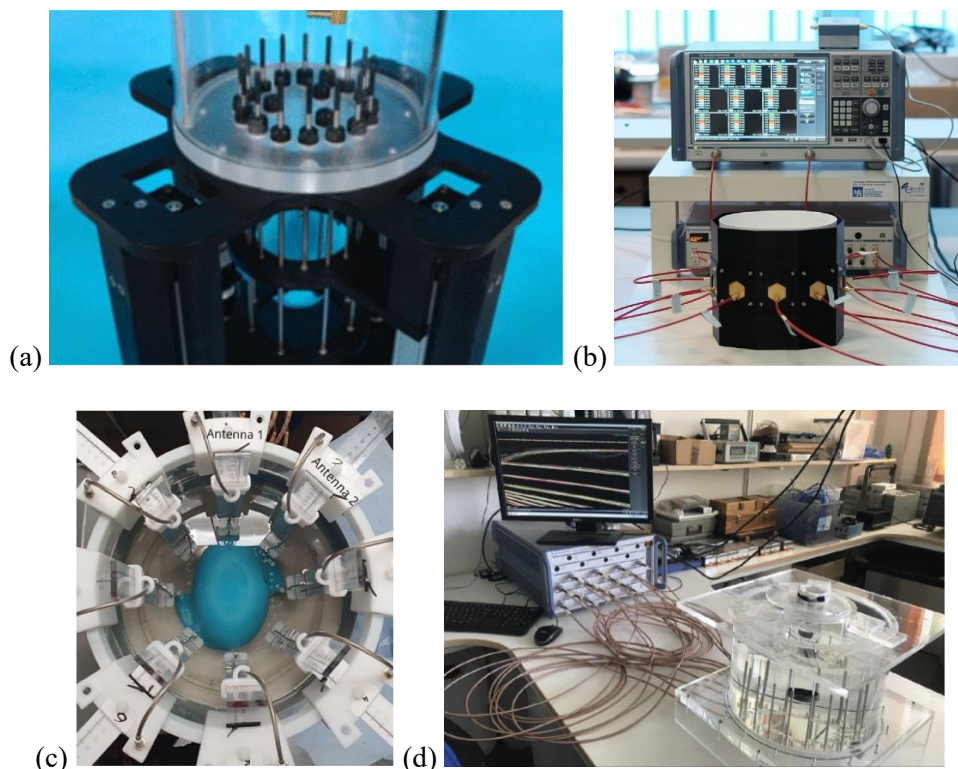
Ejemplos de sistemas de tomografía por microondas: (a) Sistema para la detección de cáncer de mama [2.18]; (b) Sistema para la detección de accidentes cerebrovasculares [2.19]; (c) Sistema para la detección y clasificación de accidentes cerebrovasculares [2.20]; (d) Sistema para la obtención de imágenes rápidas de cáncer de mama [2.21].
